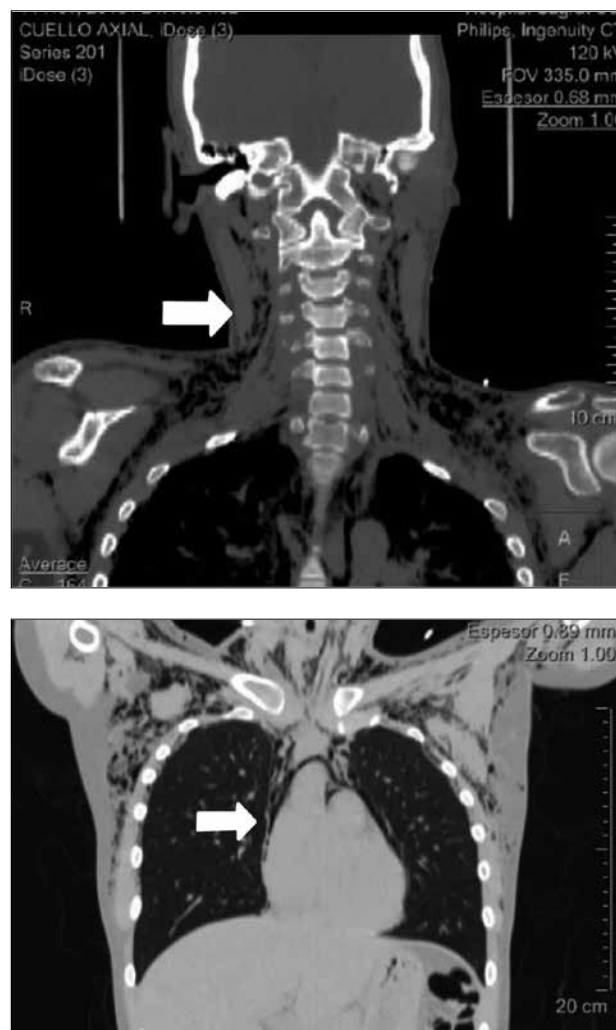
Corte coronal TC torácico. Además del neumomediastino y el enfisema subcutáneo se observa una variante anatómica del árbol traqueo bronquial, un bronquio traqueal accesorio.
